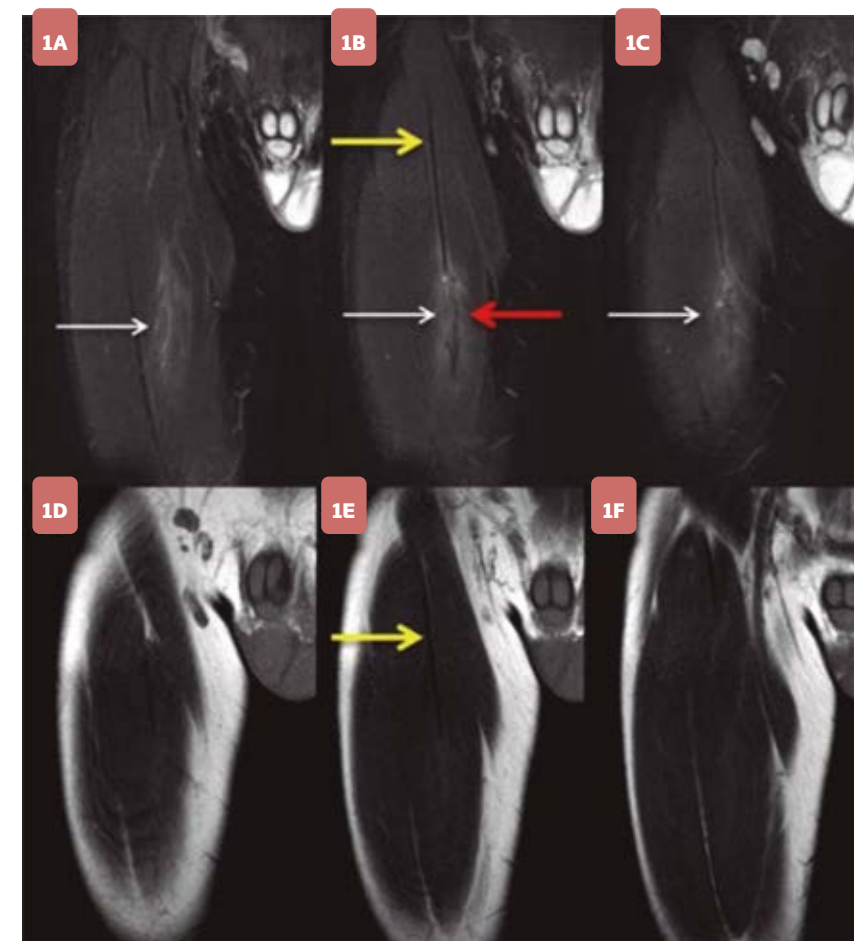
(a-f): Imagens consecutivas de RM no plano coronal nas ponderações STIR (a-c) e T1 (d-f) da porção anterior da coxa mostrando o tendão da cabeça indireta do reto femoral com aspecto normal na porção proximal e bem identificado nas ponderações STIR e T1. No terço médio da coxa nota-se edema de permeio à junção miotendínea (setas brancas) e área de irregularidade e descontinuidade no tendão central (seta vermelha), achados identificados na sequência sensível a líquido.
